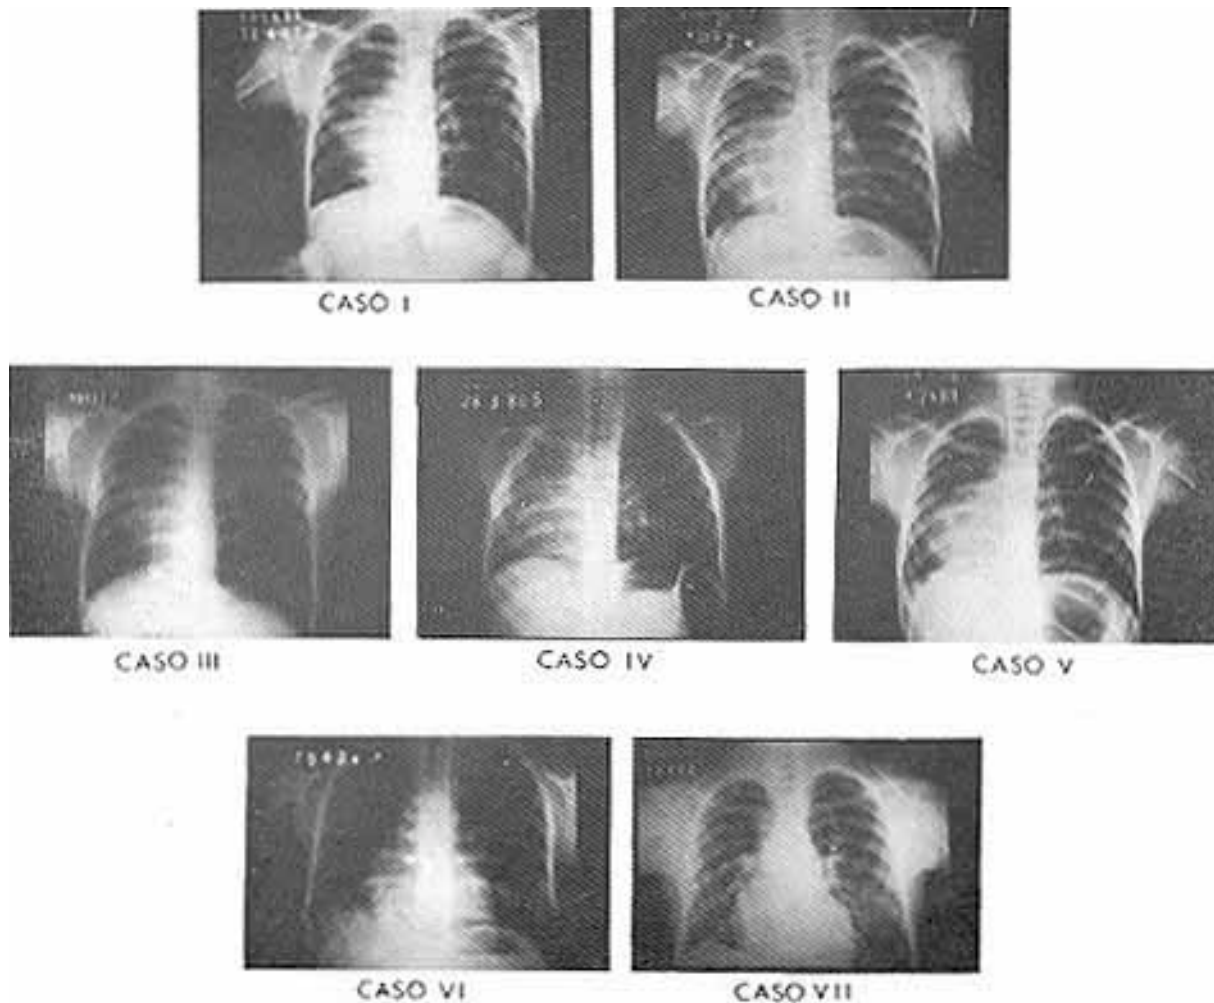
Radiografia em posição ântero-posterior.
